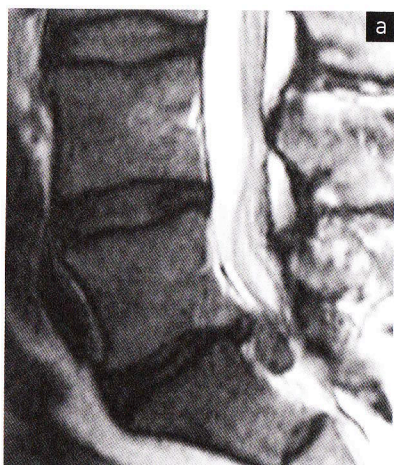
Images en IRM, séquence 2, d'une hernie discale L5-S1 gauche transligamentaire et migrée vers le bas.
